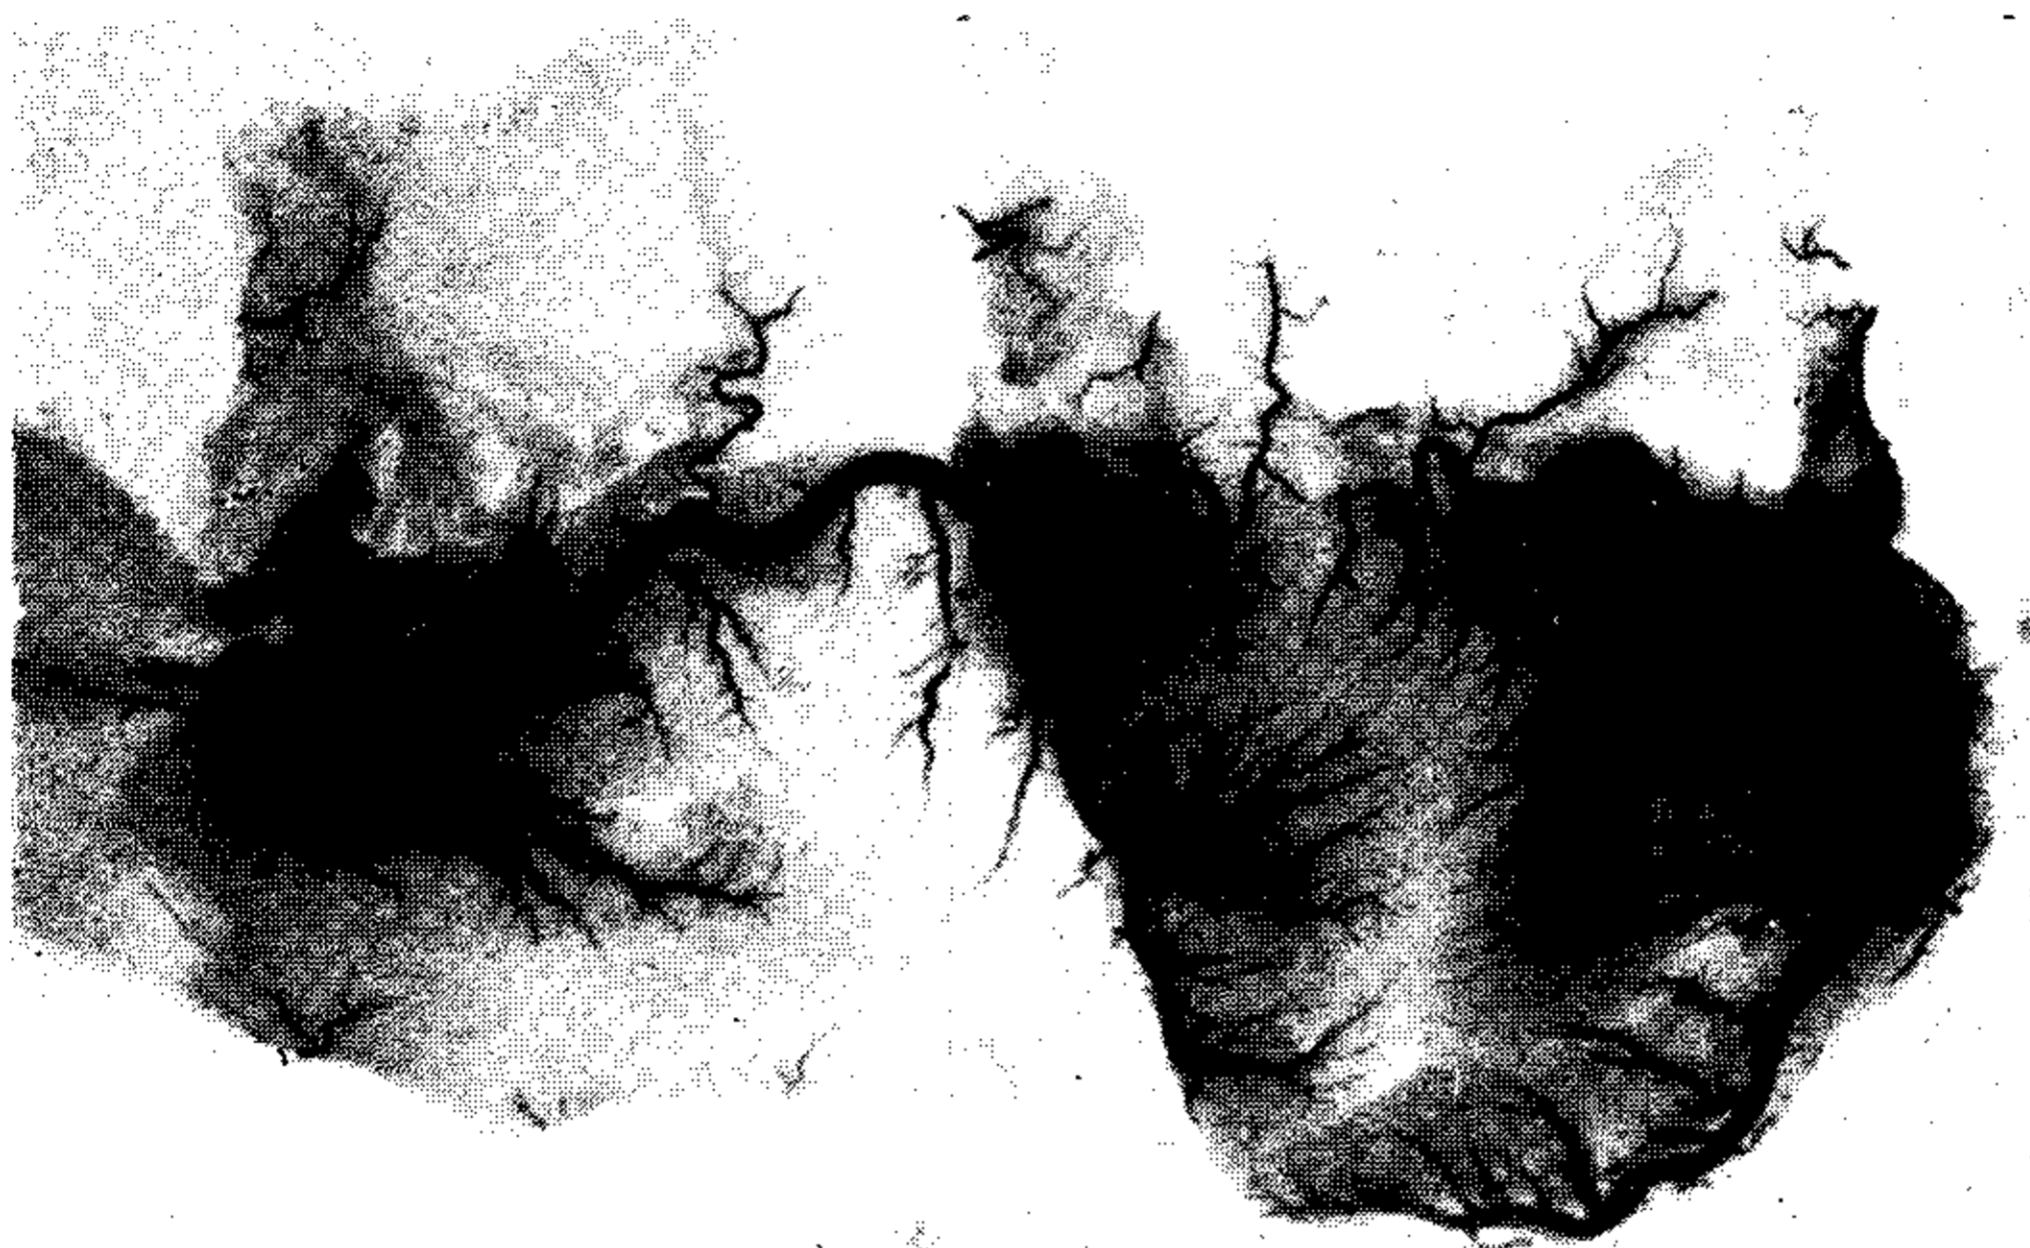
Radiografía total del corazón previa apertura y desplegamiento del mismo según los cortes de Schleissinger. Numeración como en la fig. 1.
